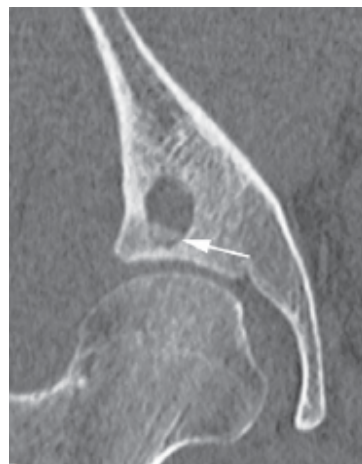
TDM de la hanche droite en coupe coronale, en fenêtre osseuse : Granulome éosinophile. Petite lacune ostéolytique de siège acétabulaire, entourée d'un fin liseré d'ostéosclérose contenant un séquestre [119].
